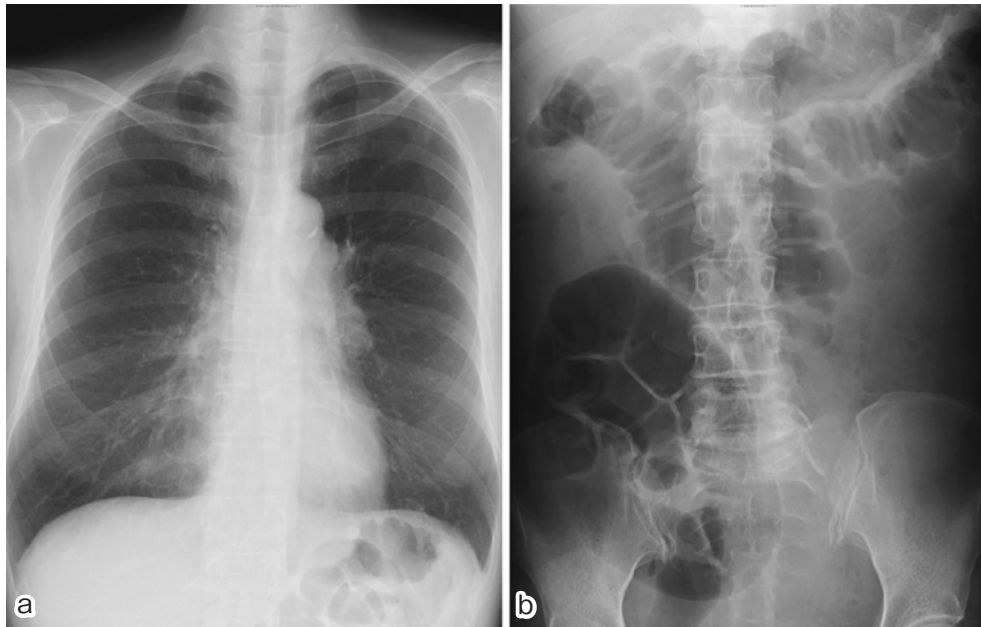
a: A chest radiograph on admission showing left hilar swelling. b: A supine abdominal radiograph showing distended small bowel and colon loops.
